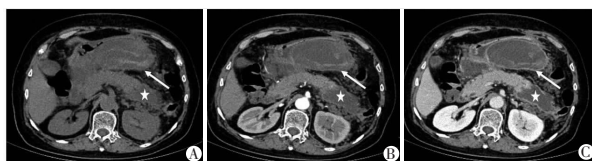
A-C 女,60 岁,既往发作一次急性胰腺炎,本次发病 21 d 后。CT 检查表现为混合坏死型 RAP(星号),并包裹性坏死(箭头)。
